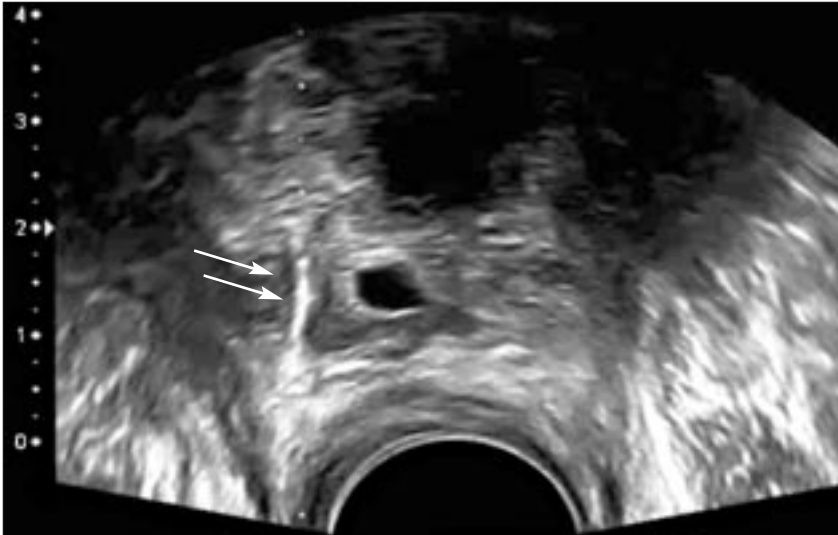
Прицельная трансректальная пункционная биопсия стенки анастомоза. Четко различима игла, проходящая через участок правой стенки анастомоза, в котором по данным МРТ была заподозрена рецидивная опухоль (стрелки).
